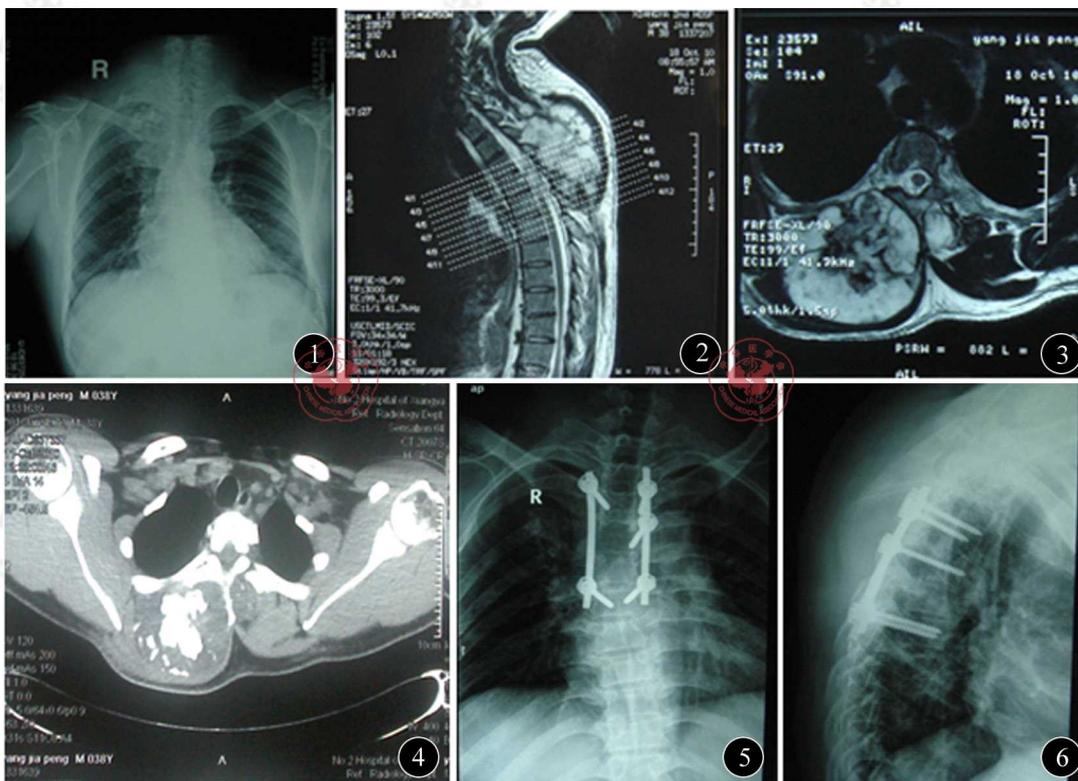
患者术前胸部正位X线片 图2 患者术前胸椎MRI(矢状) 图3 患者术前胸椎MRI(水平) 图4 患者术前胸椎CT(水平) 图5 术后胸椎正位X线片 图6 术后胸椎侧位X线片
